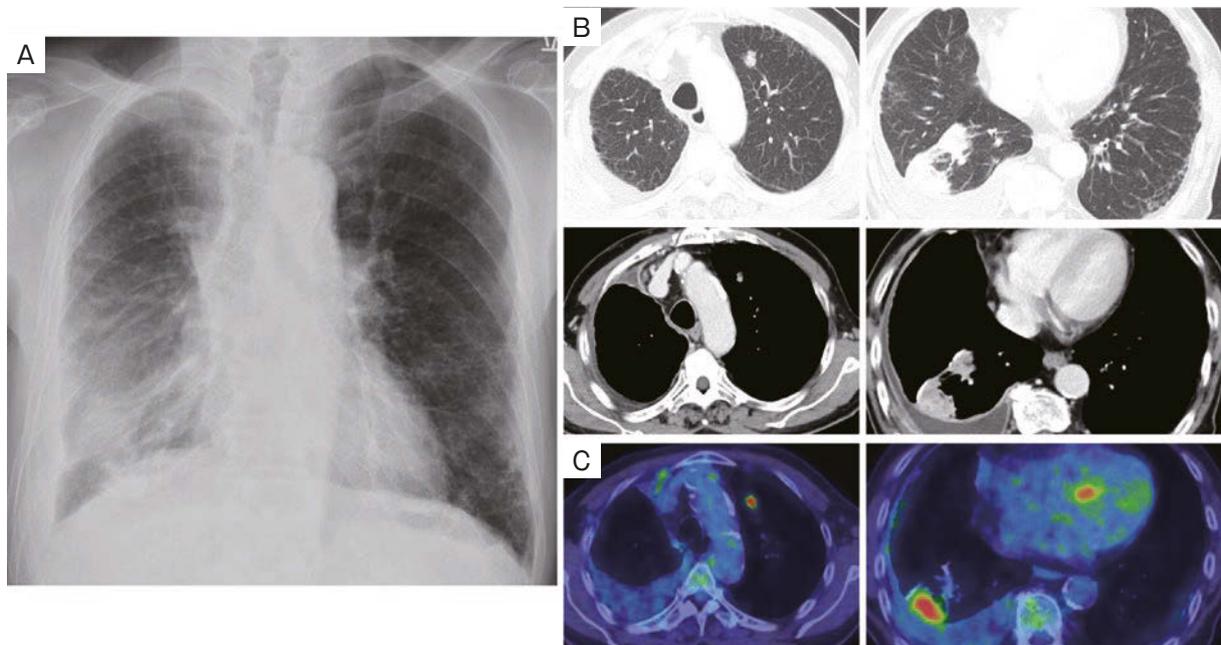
Findings of chest X-ray, chest CT, and FDG-PET performed before starting pembrolizumab therapy. (A) Right pleural effusion and a tumor shadow in the right lower lung field are observed in the chest X-ray image. (B) A nodular shadow in the left upper lobe, tumor shadow in the right lower lobe, and right pleural effusion with thickening of the pleura are observed in the chest CT image. (C) The FDG-PET image shows accumulation of FDG in the left upper lobe nodule and right lower lobe tumor. CT: computed tomography, FDG-PET: fluorodeoxyglucose-positron emission tomography.
